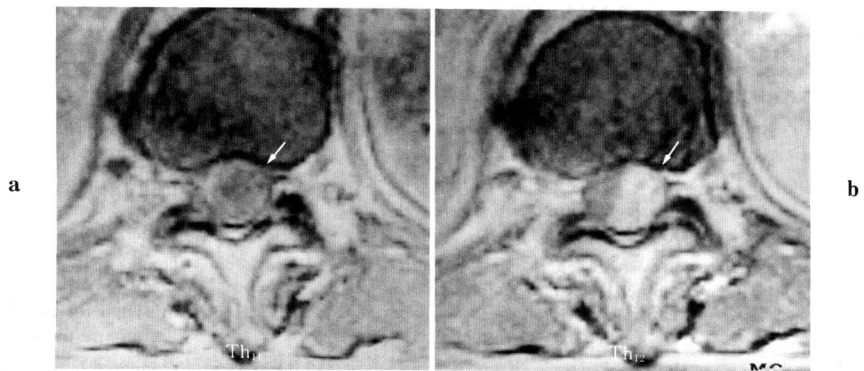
MRI (SE ; TR = 400msec, TE = 14msec, axial plane), showing an intradural, extramedullary, 0.9 × 1.2cm mass (arrow) and ventrolaterally displaced conus medullaris. (a) plain MRI, (b) Gd-DTPA enhanced MRI.
